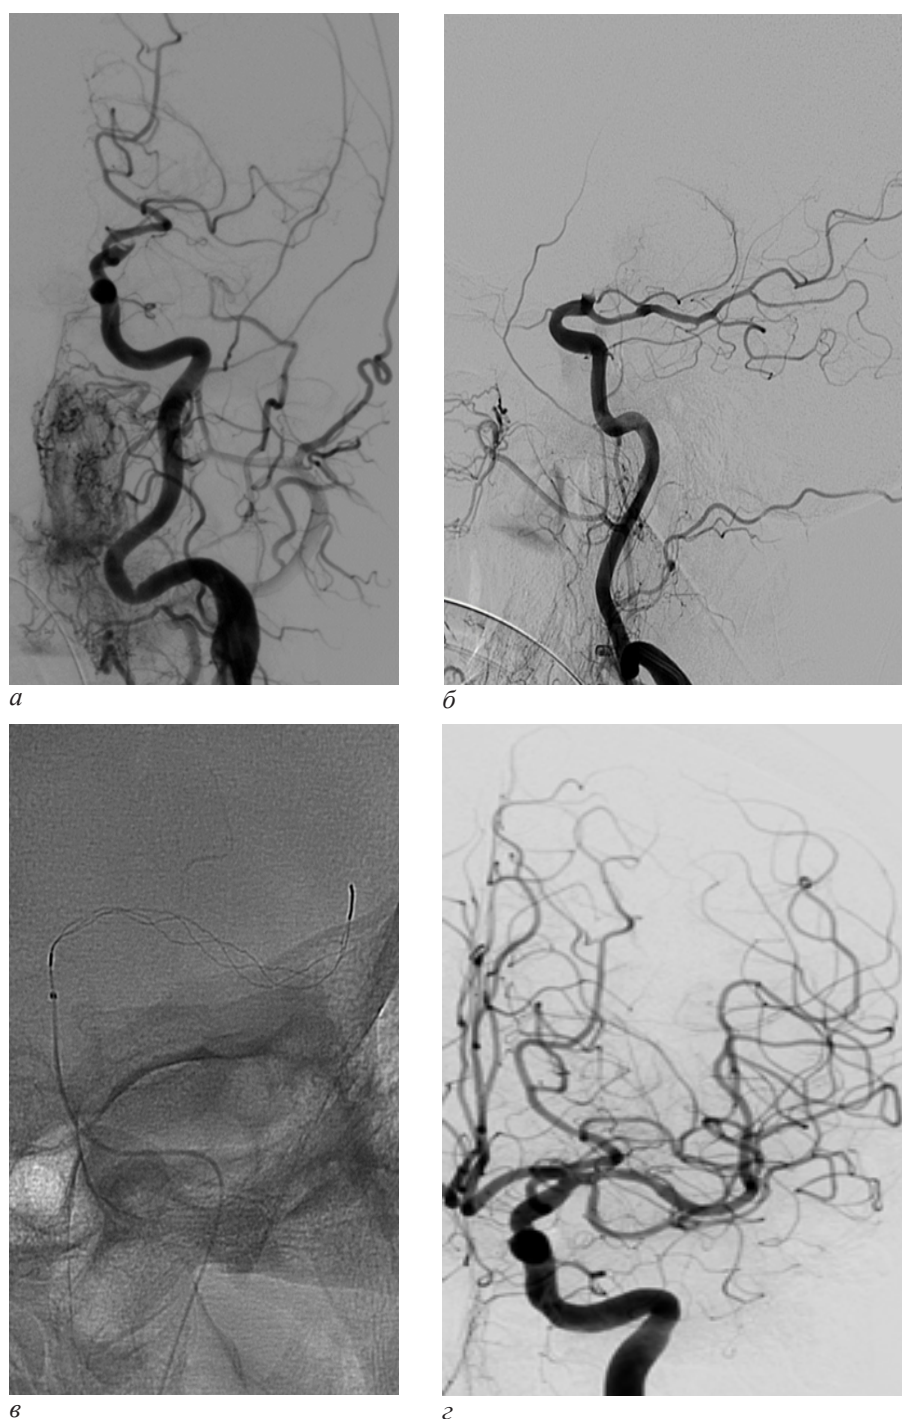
Пример внутрисосудистой тромболектомии при окклюзии левой внутренней сонной артерии: а, б – окклюзия супраклиноидного сегмента левой ВСА; в – раскрытый стент-ретривер в левой средней мозговой артерии; г – результат операции. Полное восстановление перфузии в ранее окклюзированном бассейне
